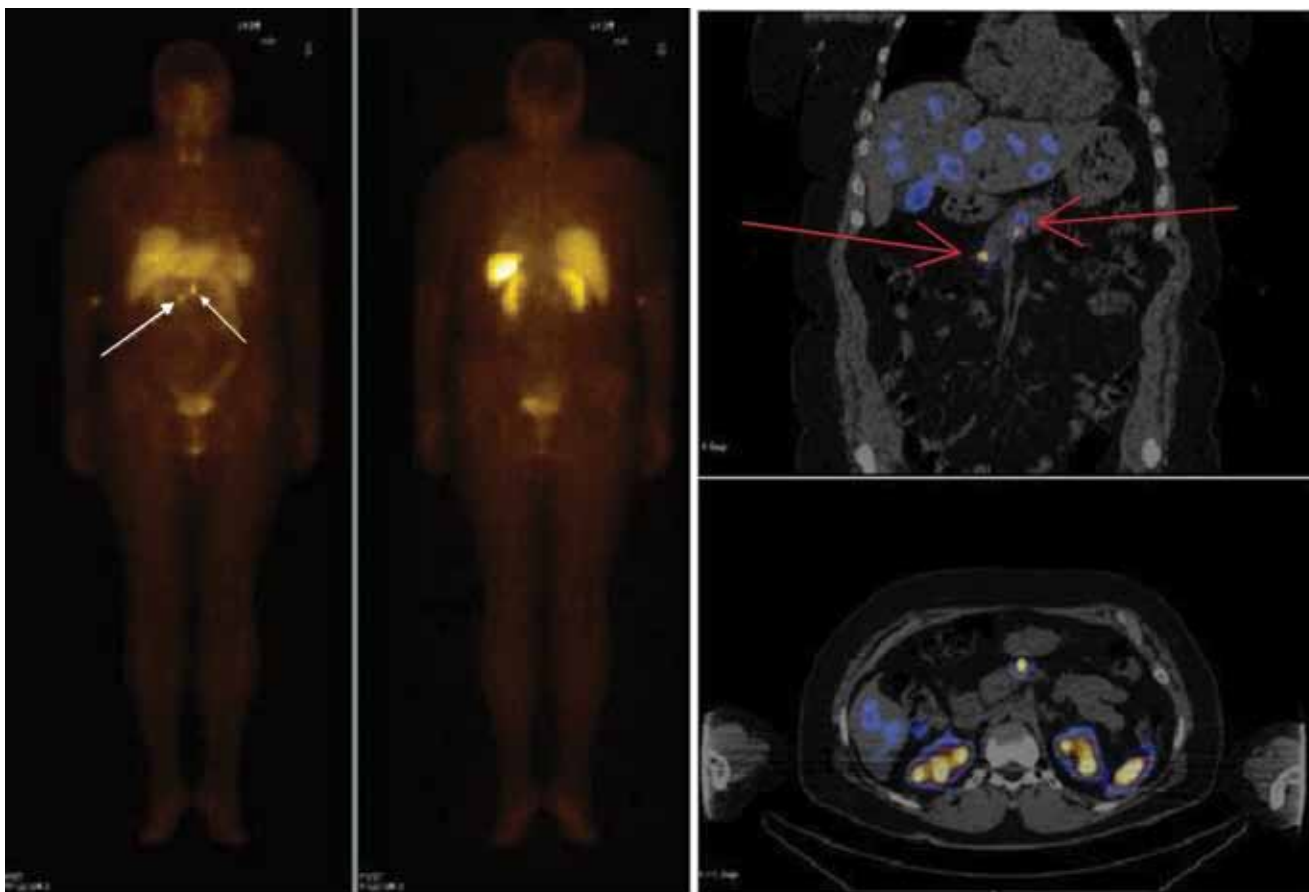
Две НЭО поджелудочной железы (сцинтиграфия и ОФЭКТ/КТ)
